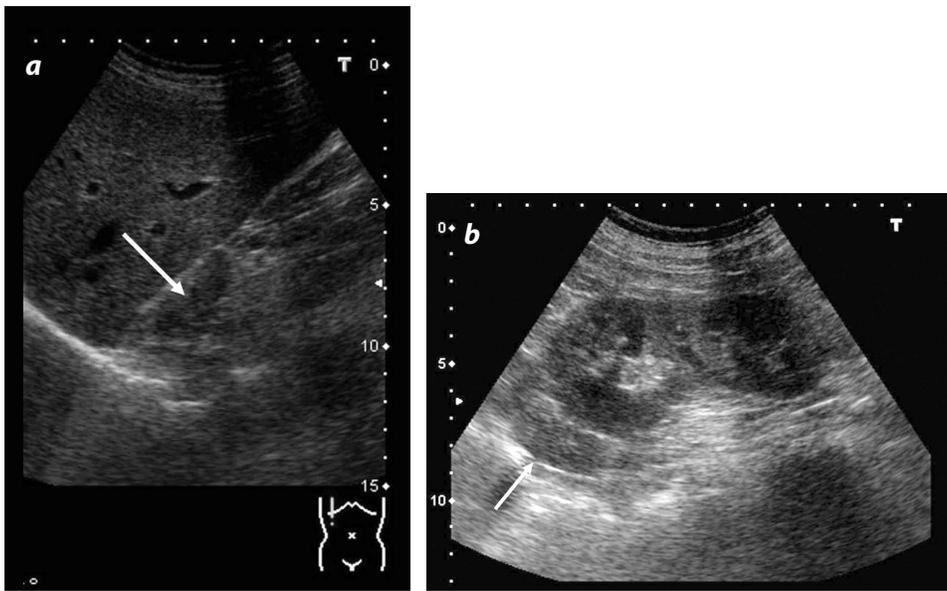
Imágenes de ecografía de las glándulas suprarrenales derecha (a) e izquierda (b), donde se observa la afectación producida por lesiones nodulares hipoeoicas, homogéneas y claramente delimitadas (flechas).
